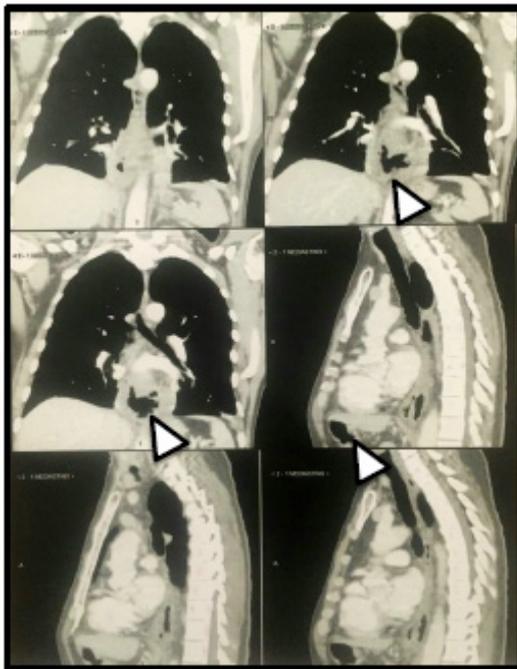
Tomografia Computadorizada de Tórax (janela Mediastinal) - Cortes coronais e sagitais, demonstrando coleção gasosa indicando pneumomediastino adjacente ao terço inferior do esôfago (setas)
